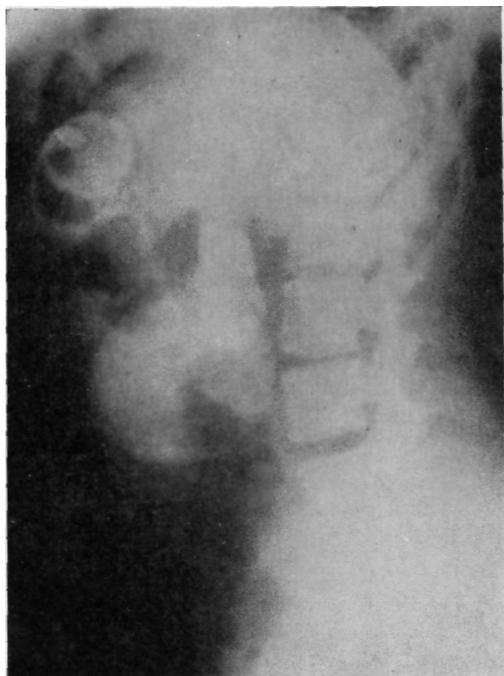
Рентгенограмма брюшной полости больной с яеомидной кистой поджелудочной железы. В стенке кисты отмечается обызвествление.
